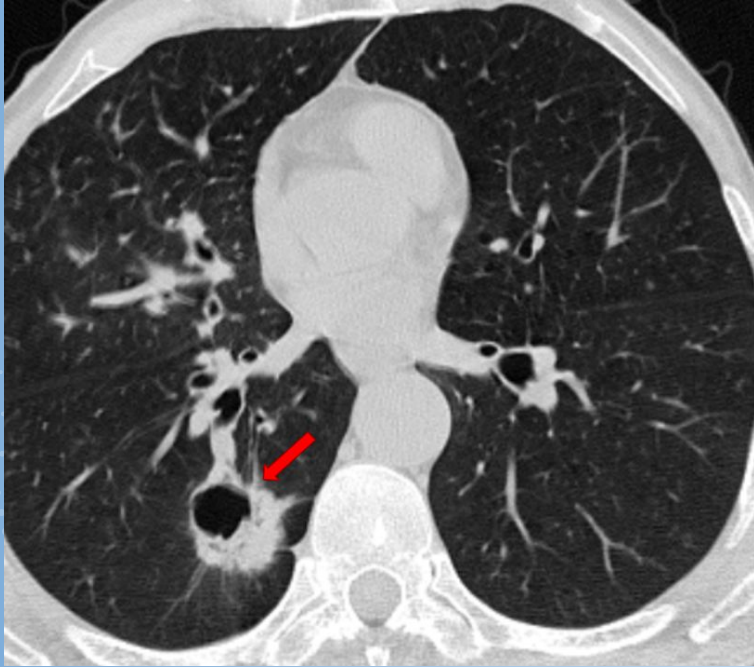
Tumor pulmonar. Tomografía de tórax ventana parenquimatosa: imagen nodular con cavidad central, con engrosamiento parietal focal espiculado (flecha roja).
